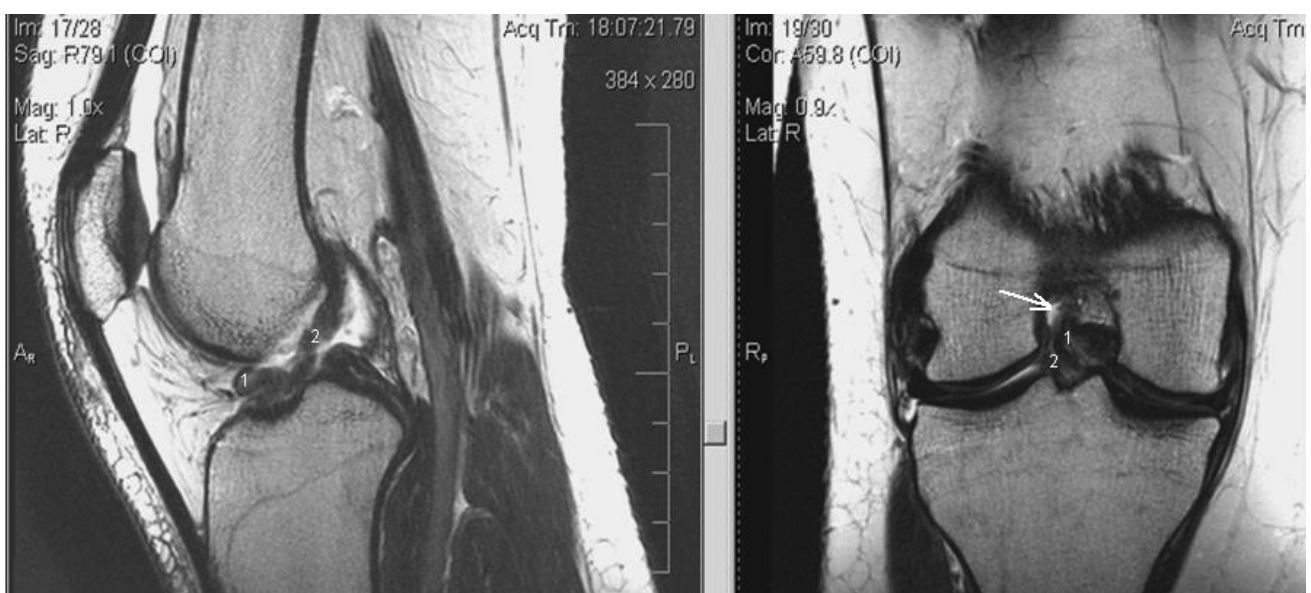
Часткове ушкодження ПХЗ на 3 Тесла томографії. Флексійна техніка. 1. Ушкоджений антеромедіальний пучок ПХЗ, що завернувся вперед. 2. Цілий постеролатеральний пучок ПХЗ. Стрілкою відзначено гіперінтенсивну ділянку рідини між латеральним виростком стегна та надірваним пучком ПХЗ
